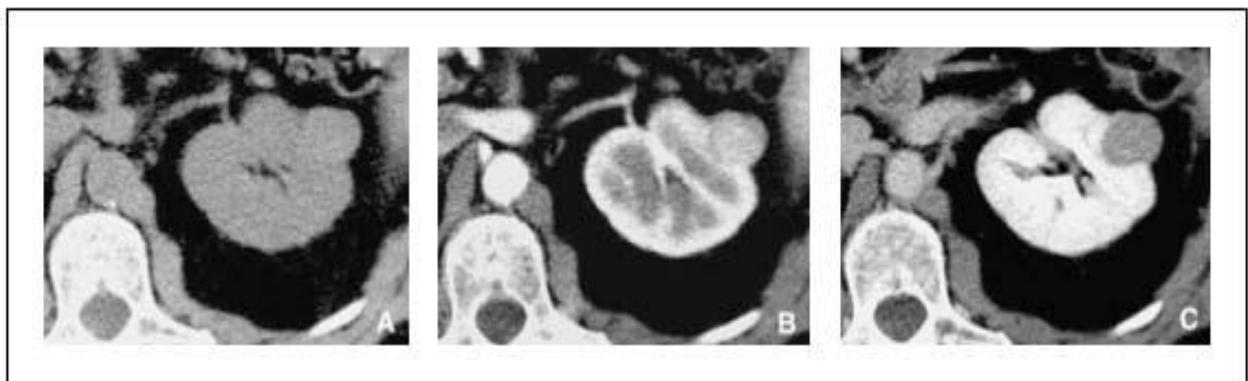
TDM rénal sans injection (A), avec injection au temps artériel (B) et au temps parenchymateux (C). Lésion tumorale de la face antérieure du rein gauche, avec prise de contraste caractéristique [61].
